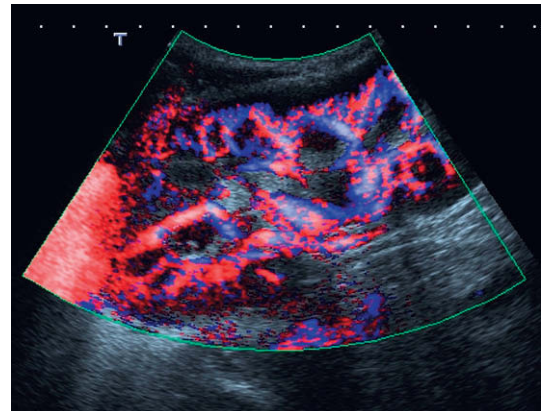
La mayor sensibilidad del Doppler de flujo en color permite obtener información direccional así como la identificación de las arterias interlobares.
